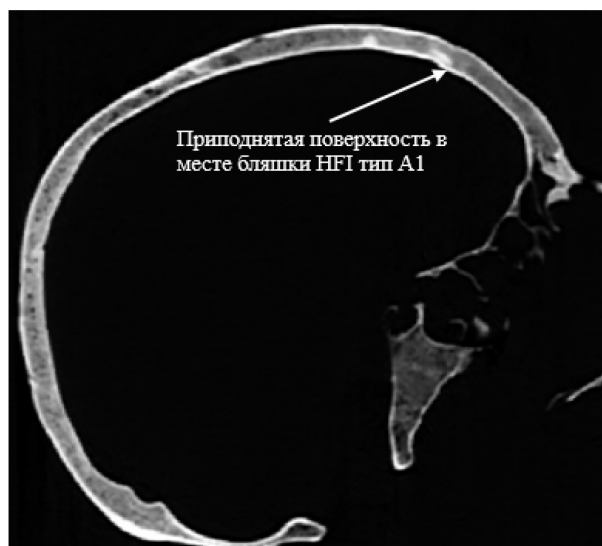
Компьютерная томография черепа с признаками НFI тип А1 (Мордва-эрзя, № 9561, женщина)
